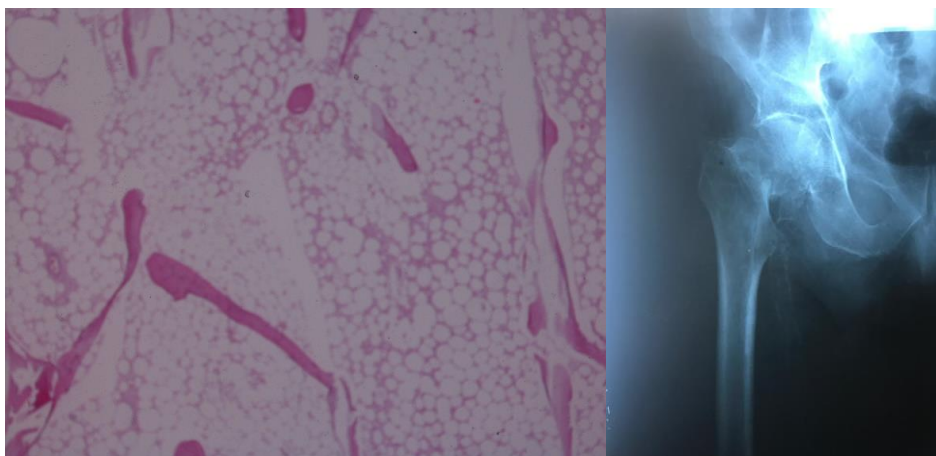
Костная ткань. Отсутствие сети трабекул. Жировая дистрофия костного мозга. Отсутствие минерализации костной трабекулы. Окраска гематоксилин и эозин. X 40. Справа: Тот же пациент. Ложный сустав шейки правой бедренной кости. Рентгенологические признаки остеопороза, снижение плотности рентгенологической тени, истончение кортикального слоя
